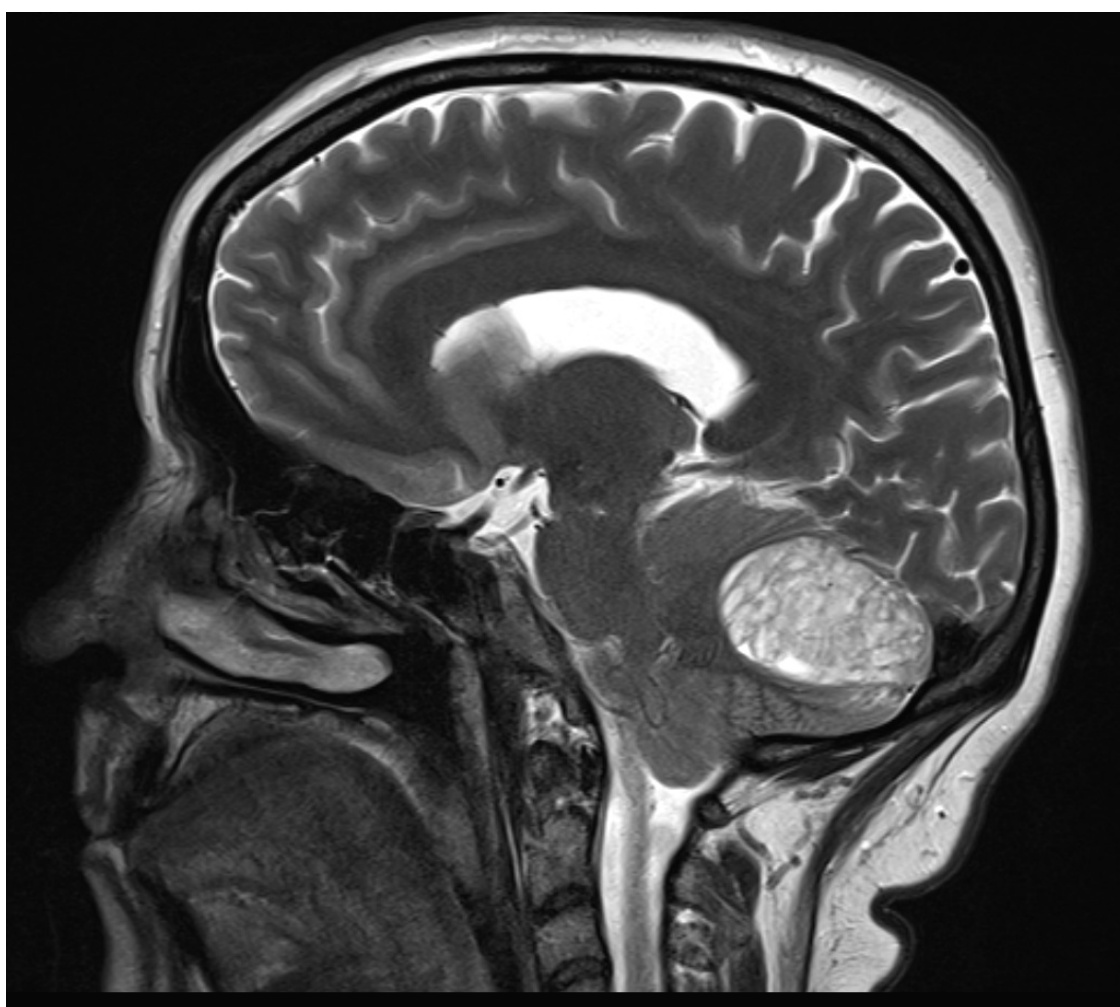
RM ponderada em T2 (corte sagital) demonstra lesão nodular no hemisfério cerebelar direito, bem delimitada e heterogênea, com padrão "tigroide" típico, caracterizada por espessamento das folias e alteração de sinal, predominantemente elevado em T2/FLAIR.
